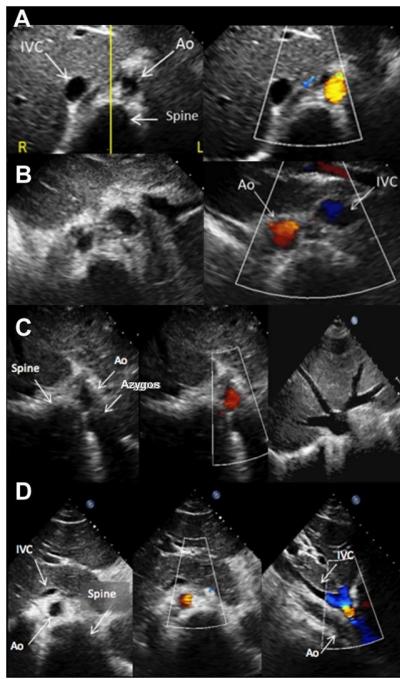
肋骨弓下断面： 内臓心房位。心エコ図検査において、内臓心房位はトランスデューサのマーカーを3時の位置に置いて腹部を輪切りにするような(角度の深い)肋骨弓下断面(横断像)により決定するのが最適である。心房位は内臓位とほぼ常に一致するため、内臓心房位を決定するために脊柱に対する下大静脈と大動脈の位置を用いることができるが、胸部X線検査が内臓心房位を確定するための決定的な検査であることに変わりはない。エコー図検査では、脊椎は画像の中心に位置させ、内臓心房位は大動脈と大静脈(下大静脈または欠損している場合は奇静脉)の相対的な位置によって定義される。A. Situs solitus. 大動脈(赤い血流)は脊椎の左側にあり、下大静脈は脊椎の右側にある。B. Situs inversus. 大動脈(赤い血流)が脊椎の右側にある。C. Situs ambiguous - left atrial isomerism. 両方の血管が脊椎の同側にあり、大動脈が前方の血管である。下大静脈は奇静脉へ結合しており(本画像にはない)、肝静脈は直接右側左房に入る。D. Situs ambiguous - right atrial isomerism. 両方の血管が脊椎の同側にあり、下大静脈が前方の血管である。肋骨弓下長軸像でも、両血管が長軸方向に見え、下大静脈が大動脈の前方にあることがわかる。
